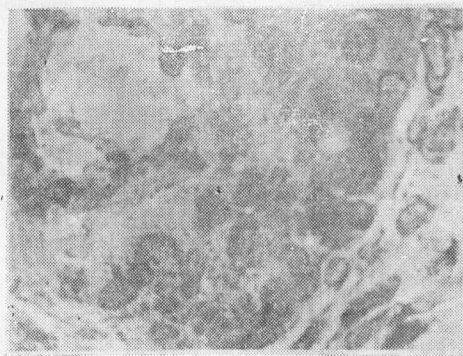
BT型 OKT4 细胞在毛囊上皮细胞间浸润 ABC 免疫酶标法 $\times 300$
